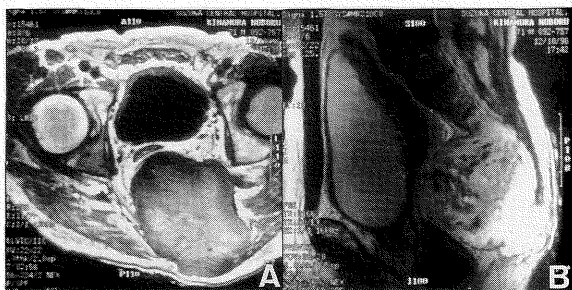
MRI shows a large mass located in the retrovesical space. It extended to the surface of his buttocks. A high intensity area was seen inside the mass on the T1W image (A). On the T2W image (B), the inner space was a low intensity area and irregular. Peripheral to the low intensity area there was a high intensity area, and a sacral bone fracture was discovered.
